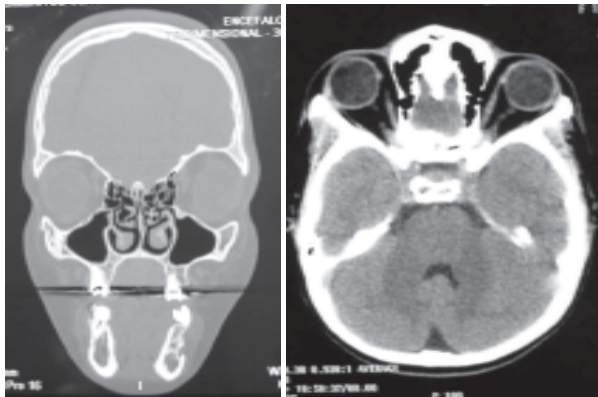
D.C.O., 13 anos. Foto e tomografia tridimensional pré-operatórias.
